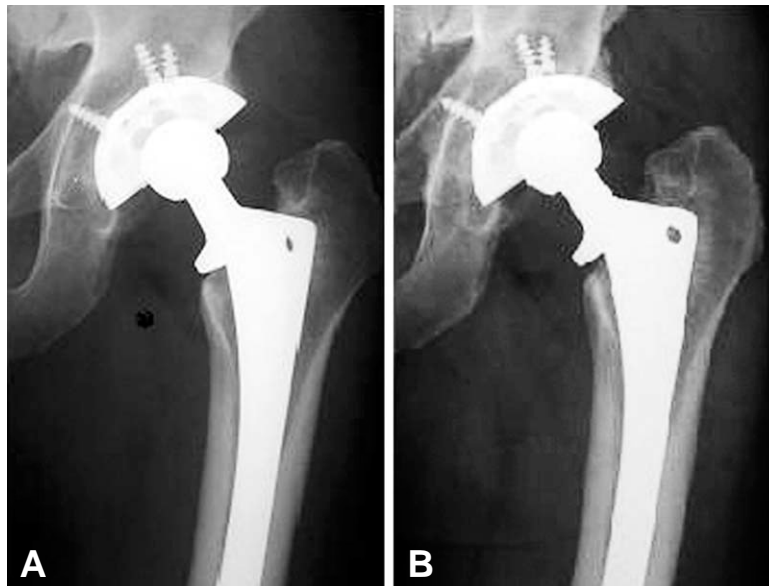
(A) Five years post operative radiograph (anteroposterior) showing a well fixed implants in situ. There is no definite lytic defect or loosening visible around acetabular prosthesis. (B) Twelve years after the surgery, lytic defects had developed on zone I (described by DeLee and Charnley). However acetabular component showed no migration or excessive wear.
